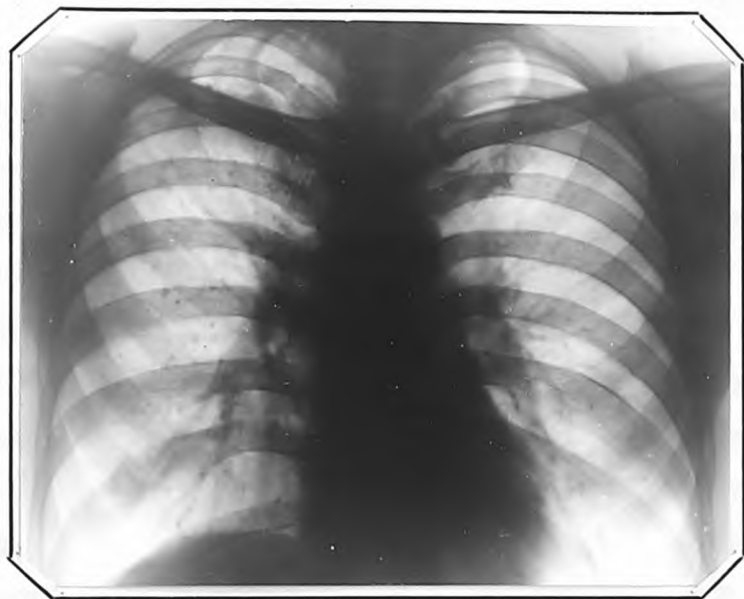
Рентгенограмма г.Б. от 28.1.1958 г. (через 11 лет). Справа, на фоне рубцовых изменений, обызвестленные очаги.
